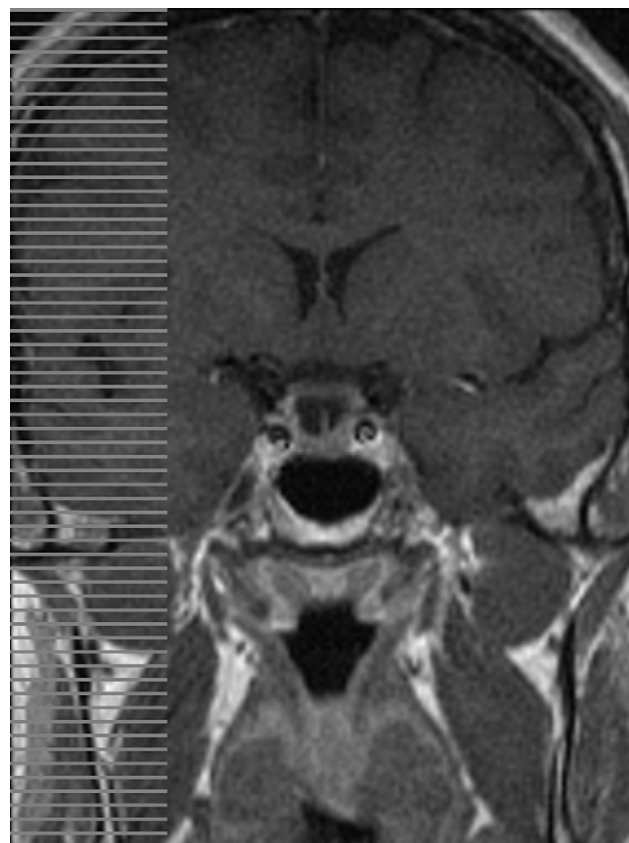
Imágenes de la resonancia magnética. Secuencia T1 después de administrar contraste con gadolinio. A) Incidencia sagital. B) Incidencia coronal. Silla turca parcialmente vacía con herniación del diafragma selar sin desplazamiento del tallo hipofisario.
